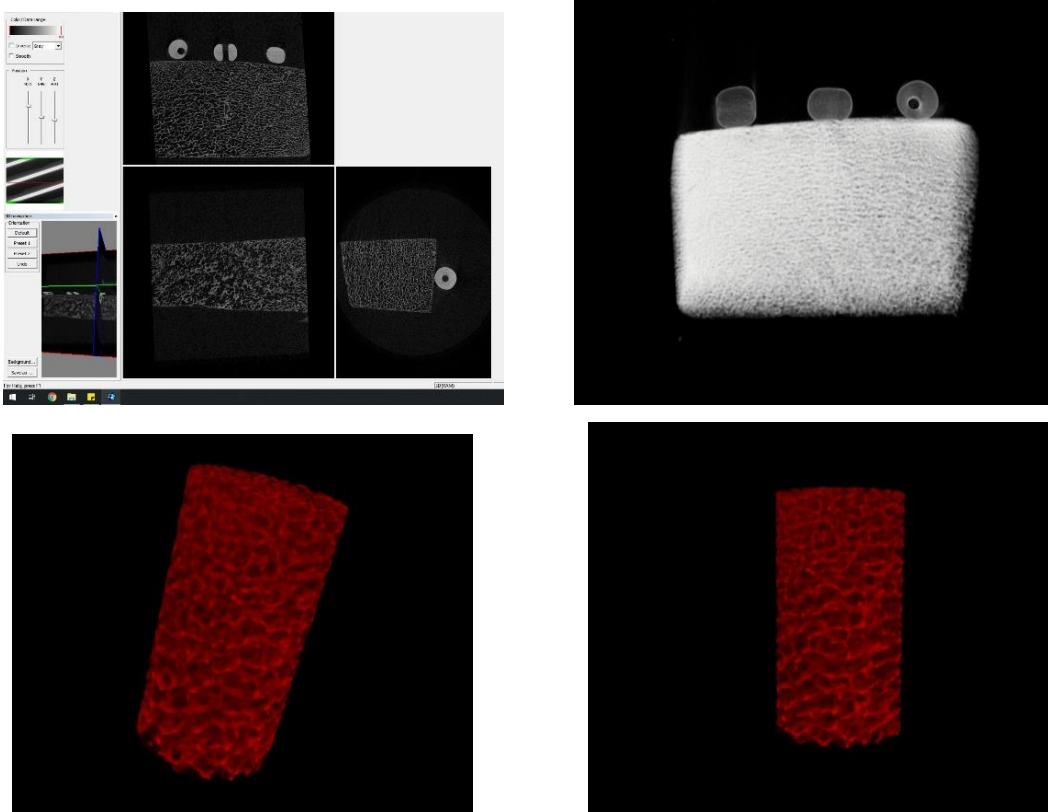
Aquisições pela Micro-CT. Reconstruções em 3D da microarquitetura óssea.
